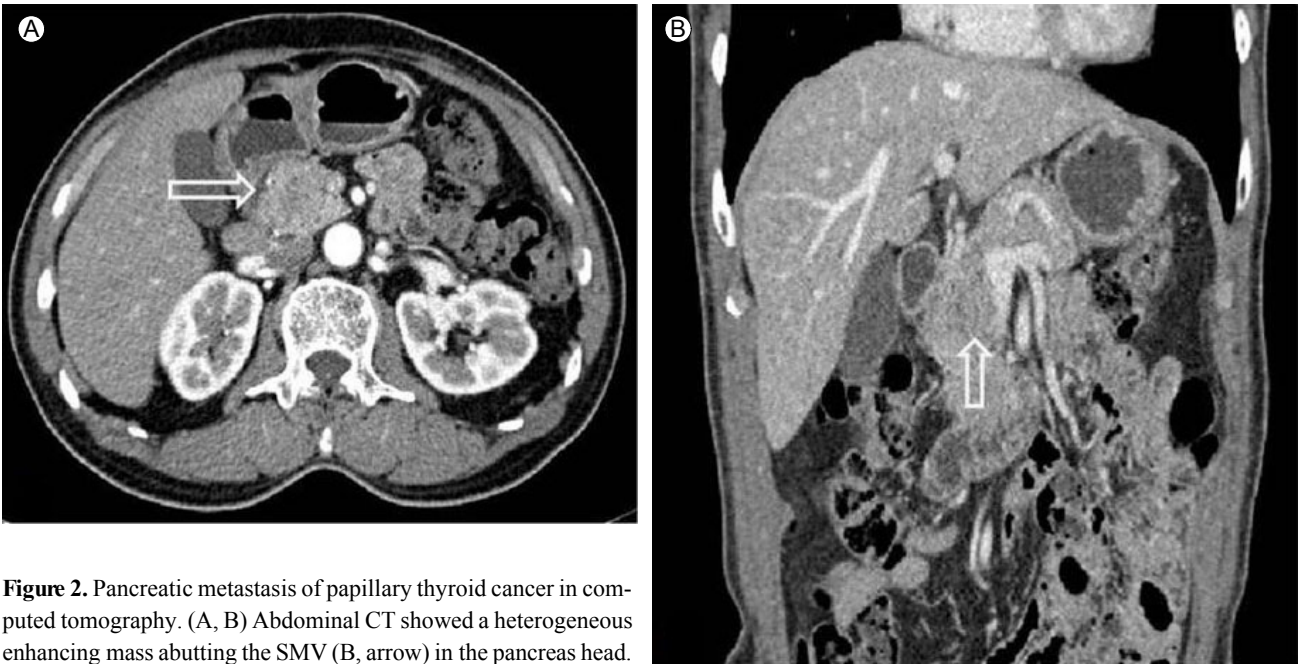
Pancreatic metastasis of papillary thyroid cancer in computed tomography. (A, B) Abdominal CT showed a heterogeneous enhancing mass abutting the SMV (B, arrow) in the pancreas head.
